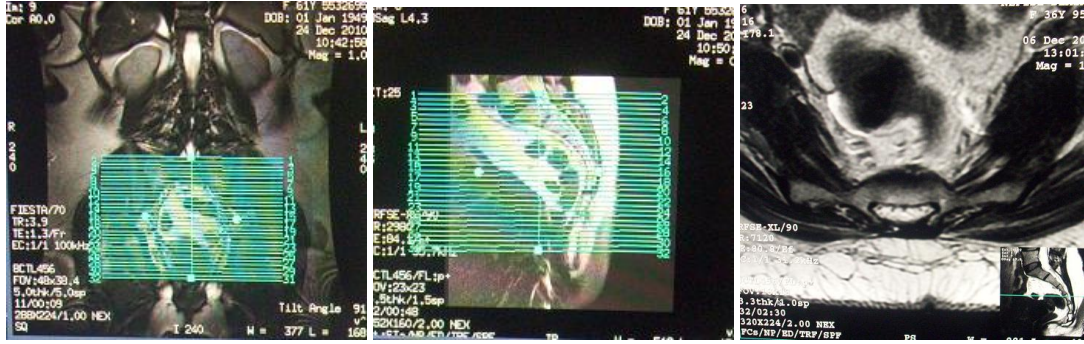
Hastanın sakral vertebra MRG için pozisyonlanması
